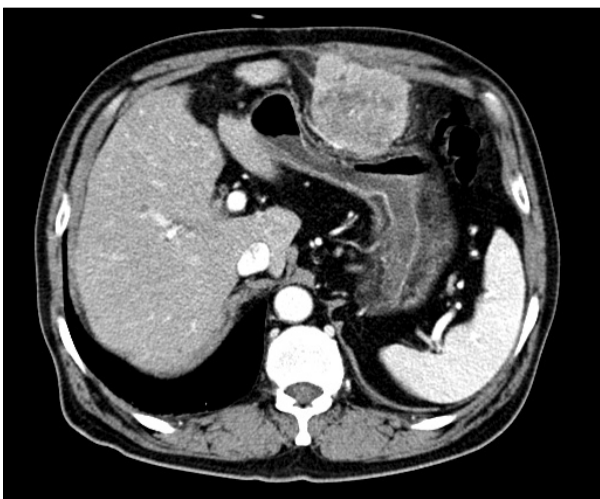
Computed tomography showed a 6×6 cm sized mass arising from the peritoneum and externally compressing the body of the stomach.
